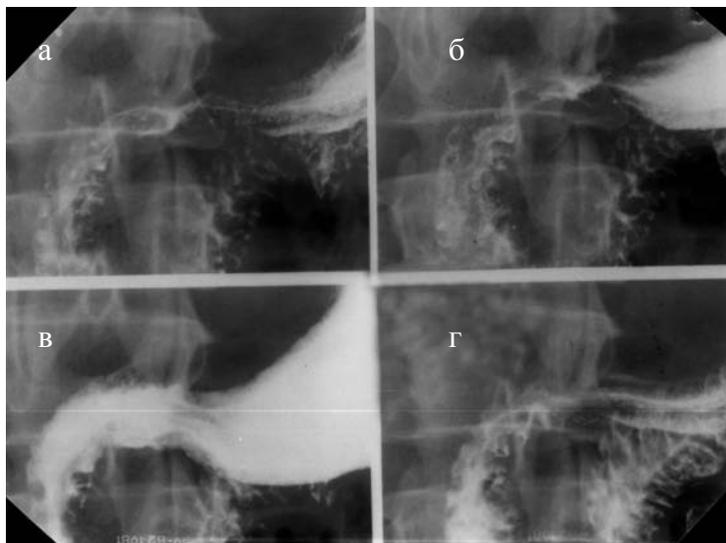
Рентгенограмма больного В., 48 лет; 3 месяца после операции дистальной резекции желудка с формированием пилороподобного гастродуоденоанастомоза. Перистальтическая деятельность анастомоза.
